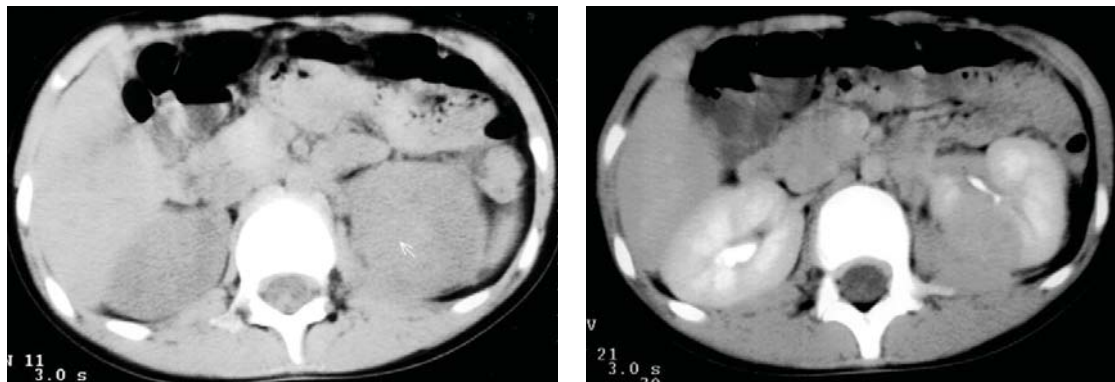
Sarcom cu celule clare. Secțiuni axiale CT. Formațiune tumorală cu densități tisulare iodofilă care infiltrază mușchiul psoas stâng.
